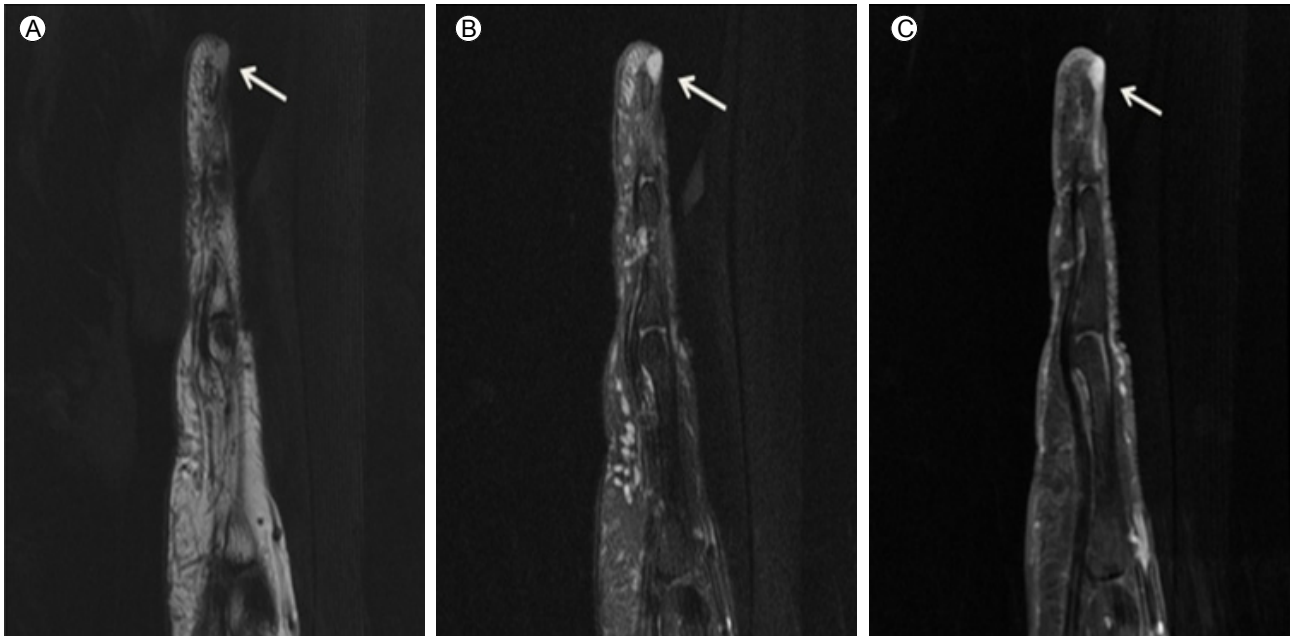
A glomus tumor measuring 0.4 cm × 0.5 cm × 0.4 cm was detected in the nodular lesion (white arrow) at the far distal subungual area of the left fourth fingertip using magnetic resonance imaging. Well-enhanced oval-shaped intermediate signal intensity on a T1-weighted image (A), high signal intensity on a T2-weighted image (B), and strong enhancement after injection of gadolinium on a T1-weighted image (C).
